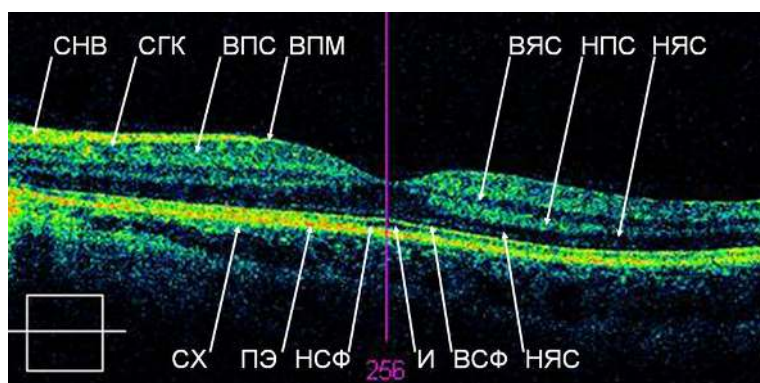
Томограмма сетчатки в норме (цветное изображение): ВПМ – внутренняя пограничная мембрана; СНВ – слой нервных волокон; СГК – слой ганглиозных клеток; ВПС – внутренний плексиформный слой; ВЯС – внутренний ядерный слой; НПС – наружный плексиформный слой; НЯС – наружный ядерный слой; ВСФ – внутренние сегменты фоторецепторов; И – интерфейс между внутренними и наружными сегментами фоторецепторов; НСФ – наружные сегменты фоторецепторов; ПЭ – пигментный эпителий сетчатки; СХ – сосуды хориоидеи
